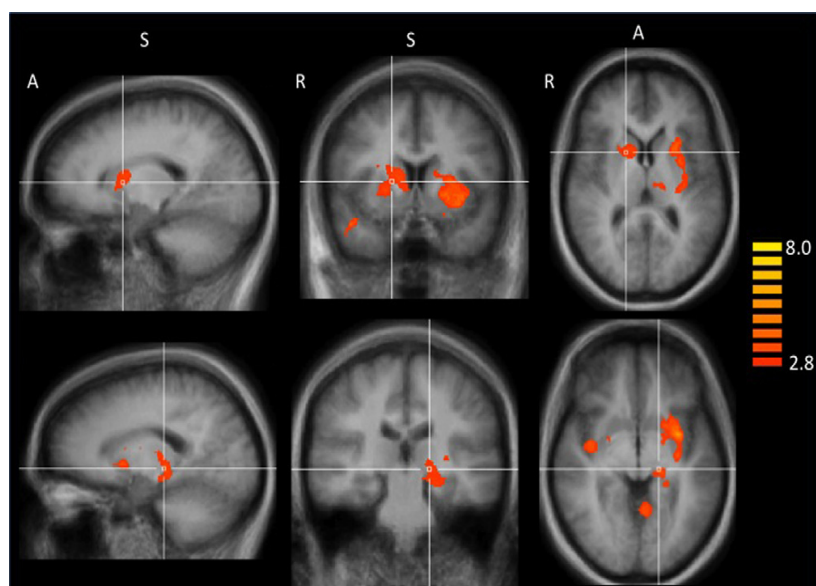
Reactividad de las fumadoras homocigotas GG medida por resonancia magnética cerebral funcional (fMRI). Las fumadoras homocigotas GG tienen una mayor reactividad medida por fMRI para imágenes relacionadas con el tabaco frente a imágenes neutras en comparación con las fumadoras del alelo A en varias regiones del cerebro³¹⁴. Panel superior situado en el putamen según las coordenadas de Talairach³²⁴: X=16, y=7, z=8. A; anterior, S; superior, R; derecho. Panel inferior situado en el hipocampo en las coordenadas de Talairach: X=-16, y=-24, z=-3.
